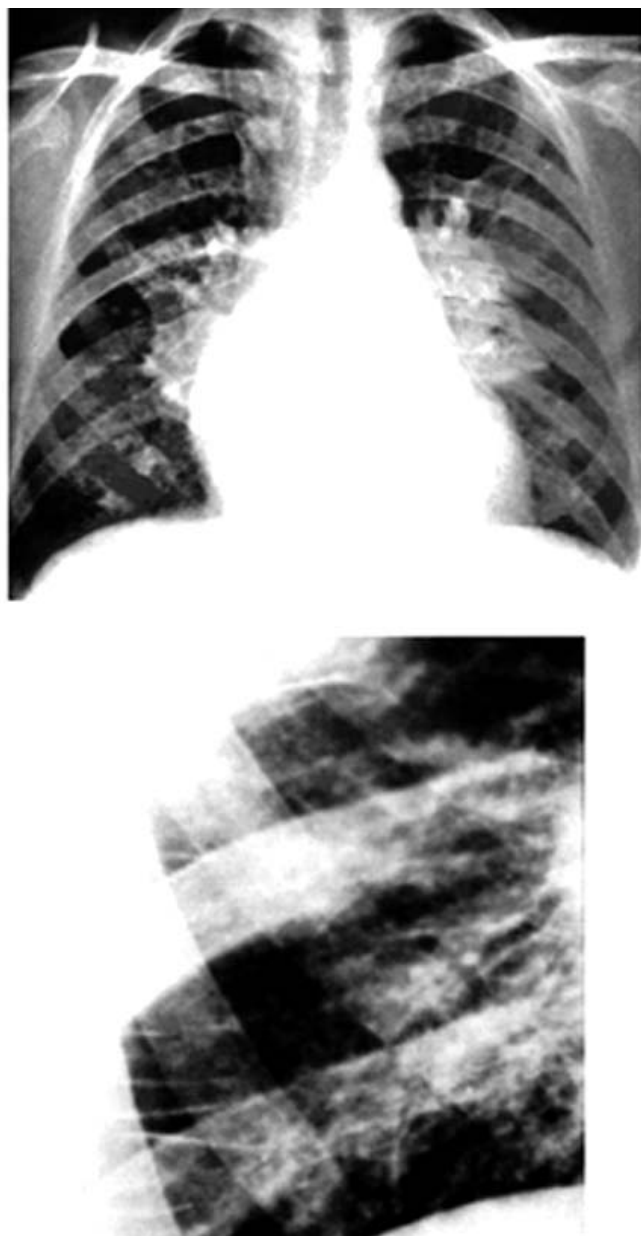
Рентгенологические признаки интерстициального отека легких (наблюдение Л. С. Розенштрауха с соавт.)
